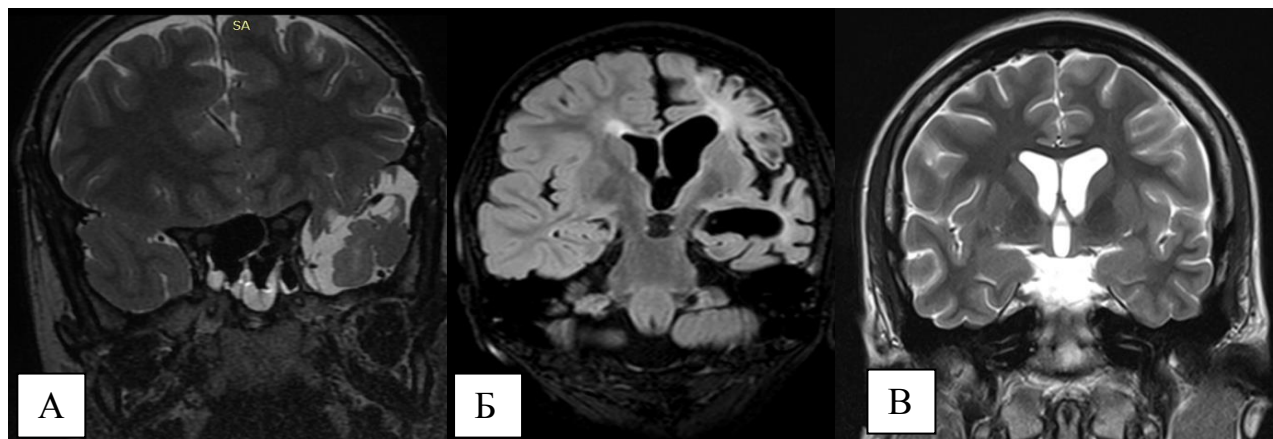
МР-изменения по степени распространенности (коронарные срезы). А - МРТ головного мозга пациента Ж-ва, 6 лет, история болезни №1695-2016, кистозно-атрофические изменения левой височной доли (локальные изменения); Б - МРТ головного мозга пациента Б-ва, 8 лет, история болезни №2474-2015, кистозно-атрофические изменения левого полушария большого мозга (диффузные изменения); В - МРТ головного мозга пациентки Ч-ой, 16 лет, история болезни №798-2016, структурные изменения не выявлены (МР-негативная форма)
